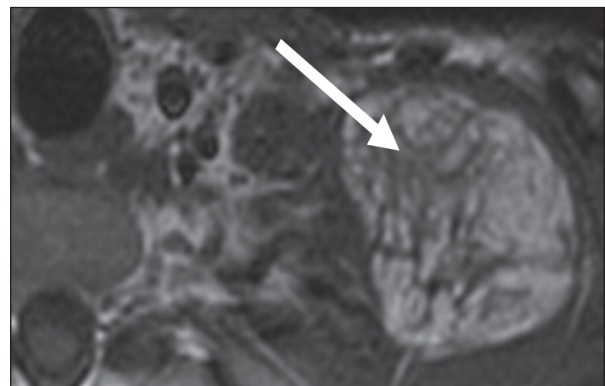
Liposarcoma bien diferenciado supraclavicular izquierdo. RM en corte axial en secuencia potenciada en T1 mostrando tumoración de señal RM hiperintensa correspondiente a grasa, con múltiples septos engrosados en su interior (flecha).
